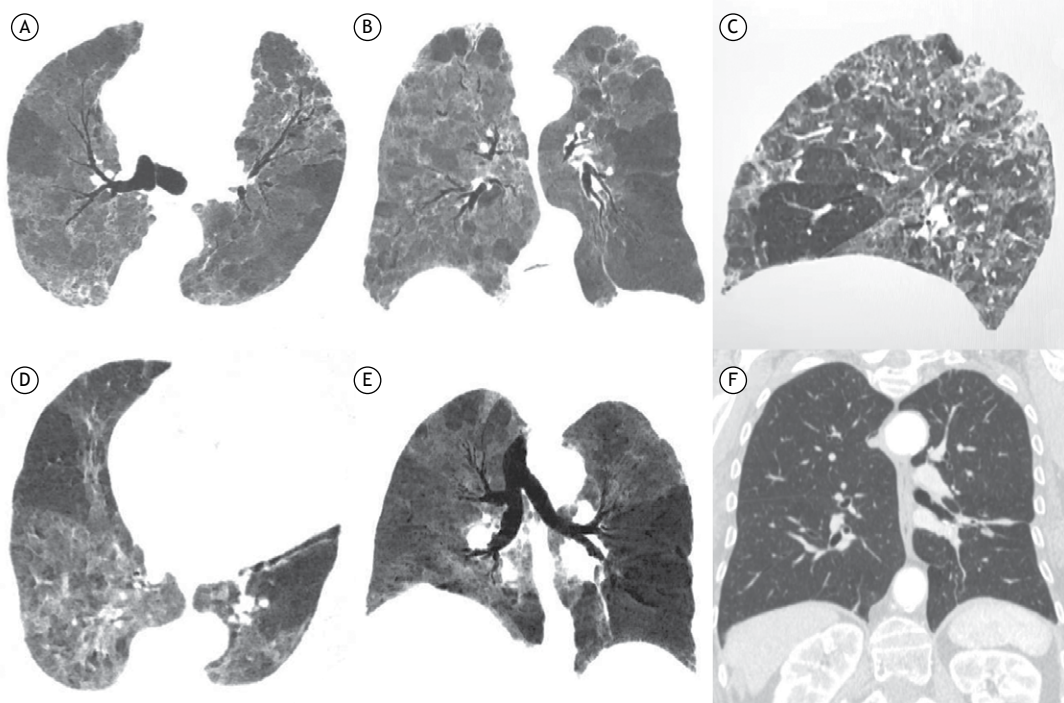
TC de tórax com reconstruções axial (em A), coronal (em B) e sagital (em C) demonstrando áreas de diferentes atenuações no parênquima pulmonar. A sequência em expiração (em D e E) evidenciou aprisionamento aéreo. Em F, TC de tórax realizada dez meses antes, mostrando parênquima pulmonar normal, exceto por pequena opacidade em faixa no terço médio do pulmão esquerdo.
